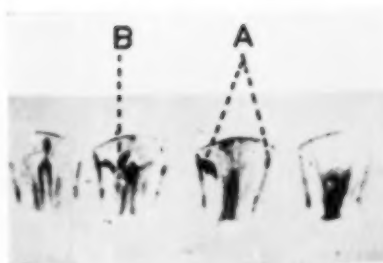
Serial autoradiographs of a premolar tooth of a girl, aged 18, after 9 days immersion of the crown in C^{14} labelled glucose solution. $\times 2$.
